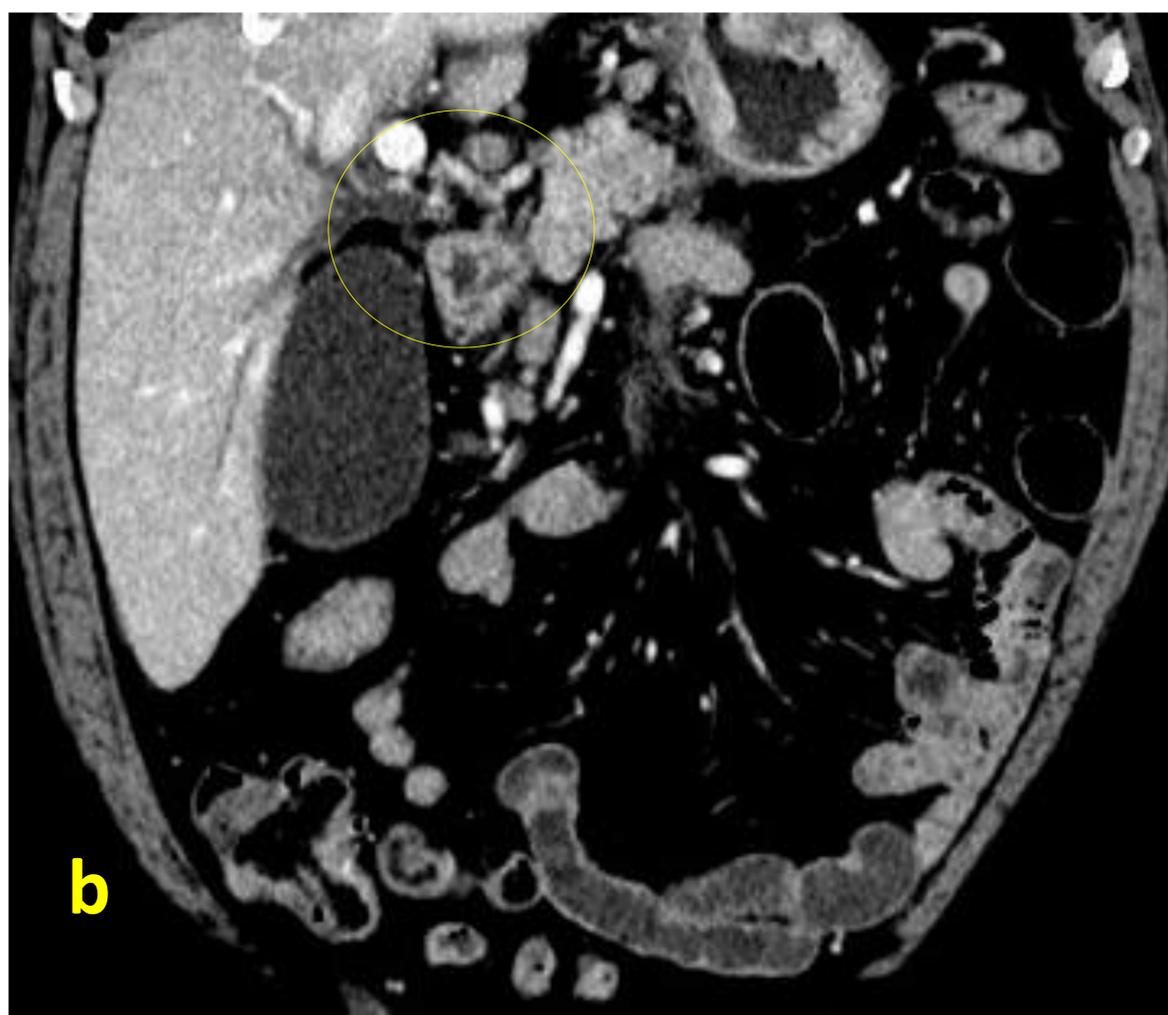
Estenosis maligna por cáncer gástrico: a) CTH con colocación de endoprótesis. b) Reconstrucción coronal de TC donde se observa la estenosis del colédoco distal por el cáncer (circulo).
